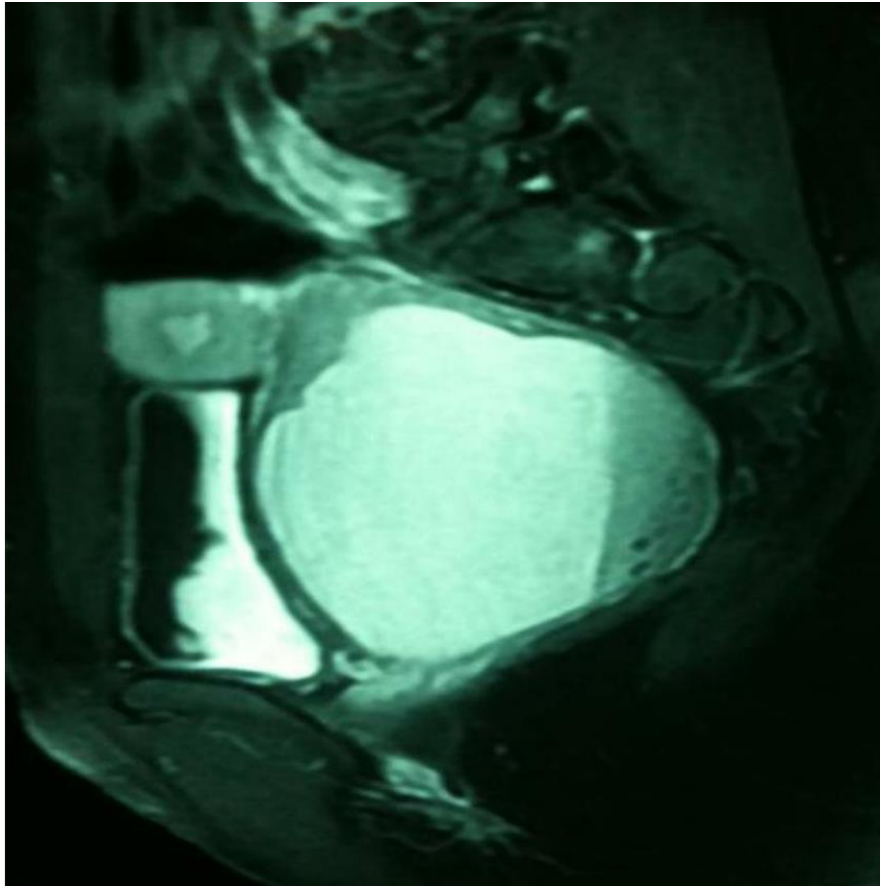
IRM en faveur d'un utérus bicorne bi cervical avec hémocolpos et hémivagin borgne
